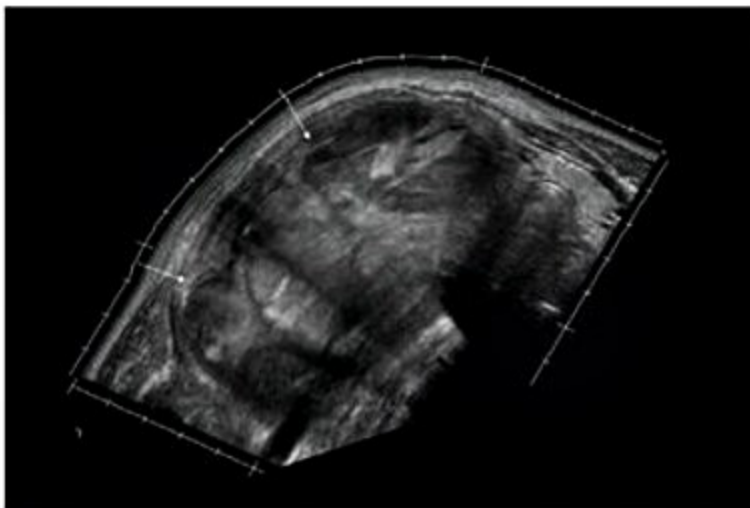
Ultrassonografia com recurso de reconstrução estendida de grande massa tumoral ocupando todo o lobo direito e deslocando a traqueia lateralmente.
